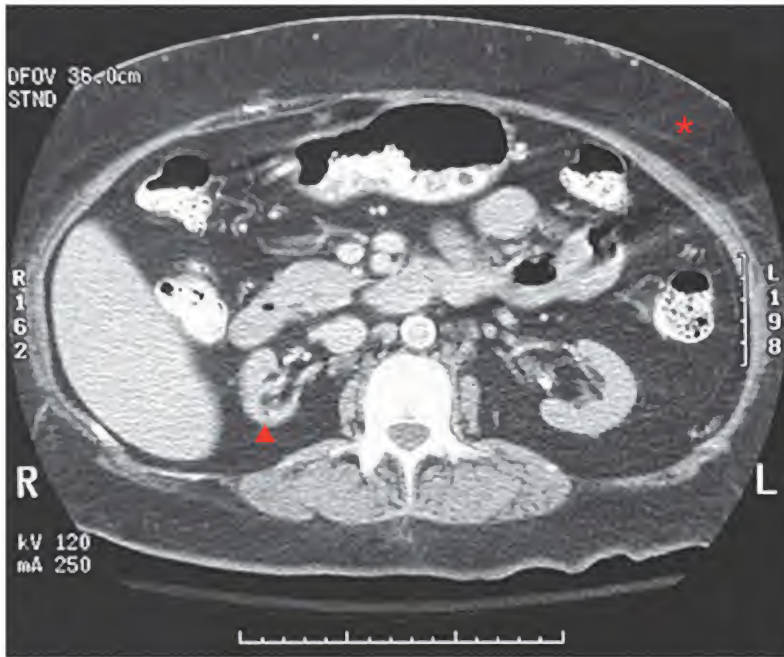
Nefrosclerosis, tomografía computarizada
